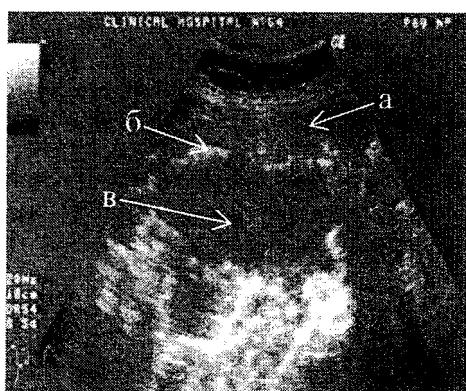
Ультразвуковая томограмма больной Б. Абсцесс печени: а – печень; б – капсула Б. абсцесса; в – полость абсцесса.
